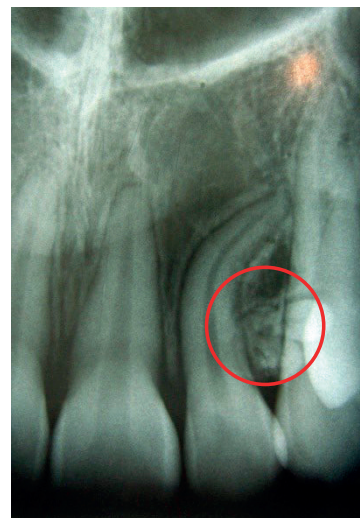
Radiografía dentoalveolar, en la que se observan las múltiples zonas radiopacas, a nivel del incisivo lateral y canino.
